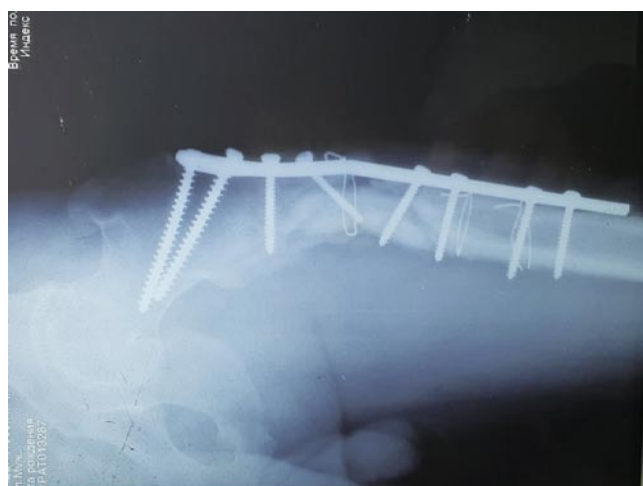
Рентгенограмма при поступлении в БНИЦТиО.
